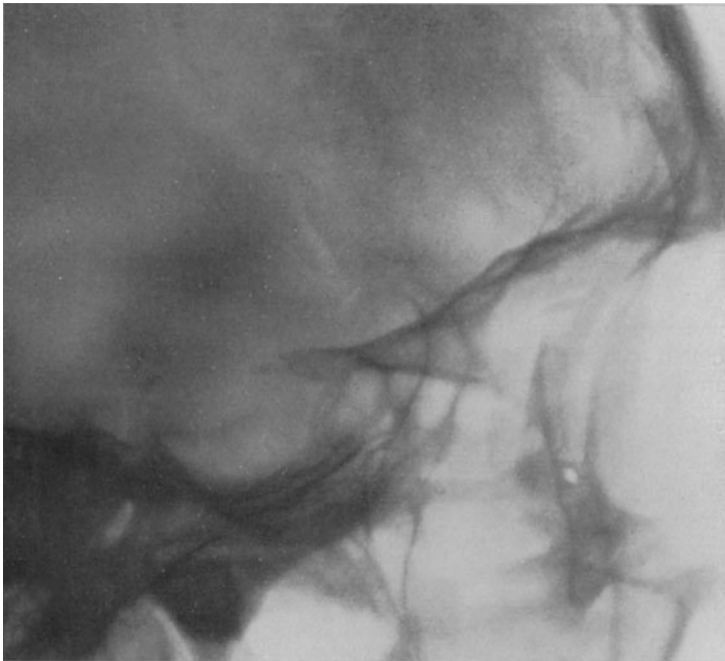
40jähriger Mann. Seit Jahren rezidivierende Schleimpolypen der Nasen beiderseits. Es entwickelt sich eine doppelseitige temporale Hemianopsie, links stärker als rechts, und eine linksseitige Okulomotoriusparese. Symptome von Akromegalie treten auf. Das Röntgenbild zeigt die Sella turcica und die Keilbeinhöhle durch einen Hypophysentumor stark auseinander gedrängt und verändert.
